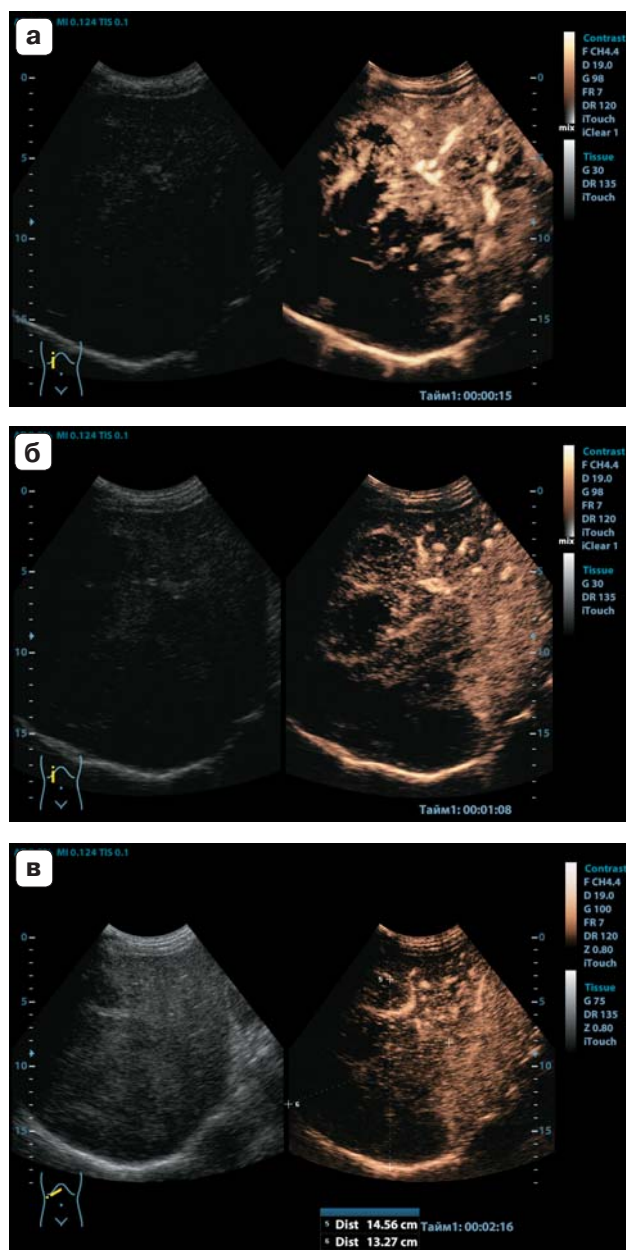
КУУЗИ печени. Низкодифференцированный гепатоцеллюлярный рак. Неоднородное гиперконтрастирование образования в артериальную фазу (а), вымывание ультразвукового контрастного препарата в портальную (б) и позднюю (в) фазы. Собственное наблюдение.
